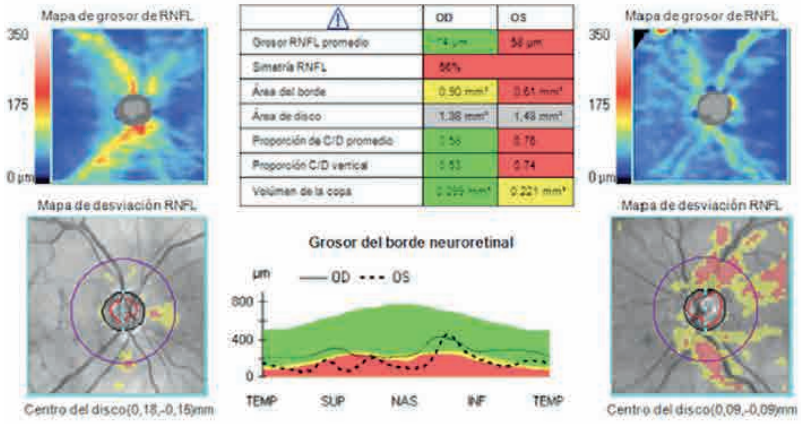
Asimetría papilar con afectación glaucomatosa en un ojo en la que se aprecia mediante OCT (tomografía de coherencia óptica) afectación de la capa de fibras nerviosas y aumento de la excavación papilar
